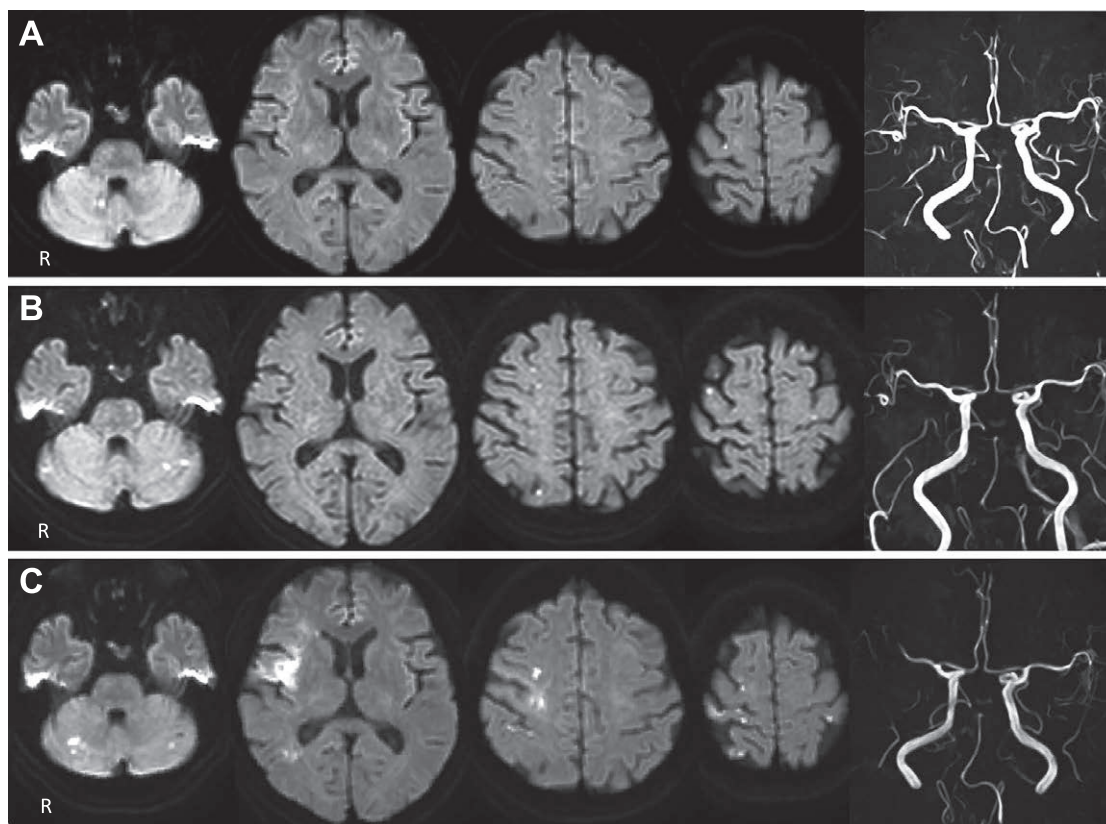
Brain MR diffusion-weighted imaging (DWI) and angiography (MRA) on Days 0, 16, and 27.
